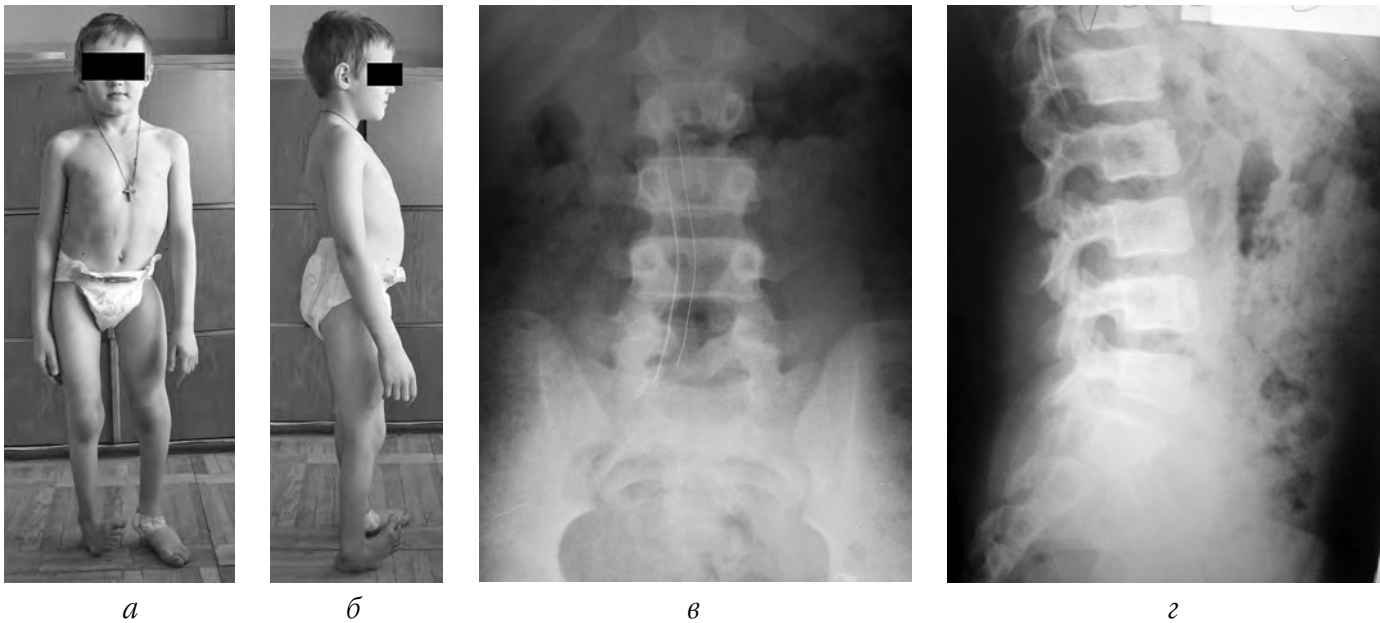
Клінічний приклад хворого II групи з ураженням спинного мозку нижче нейросегментарного рівня L₅-S₁: а – фото хворого – вигляд спереду; б – фото хворого – вигляд збоку; в – рентгенограма попереково-крижового відділу хребта, передньо-задня проекція; г – рентгенограма попереково-крижового відділу хребта, бокова проекція
